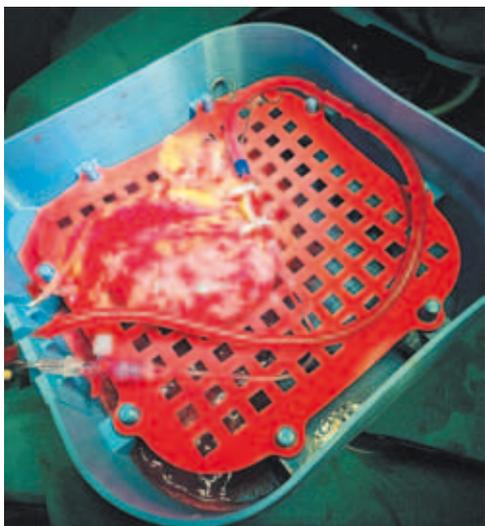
Вид донорской почки в контейнере для нормотермической перфузии
